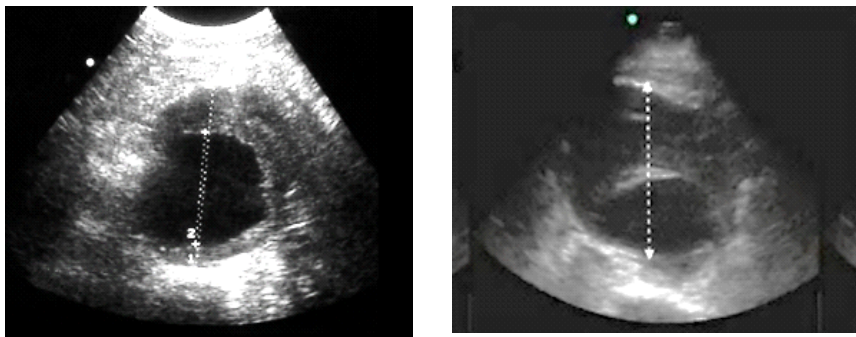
№133. На УЗИ мешок аневризмы содержит гипоэхогенный тромб с гиперэхогенными включениями (кальцинаты).
